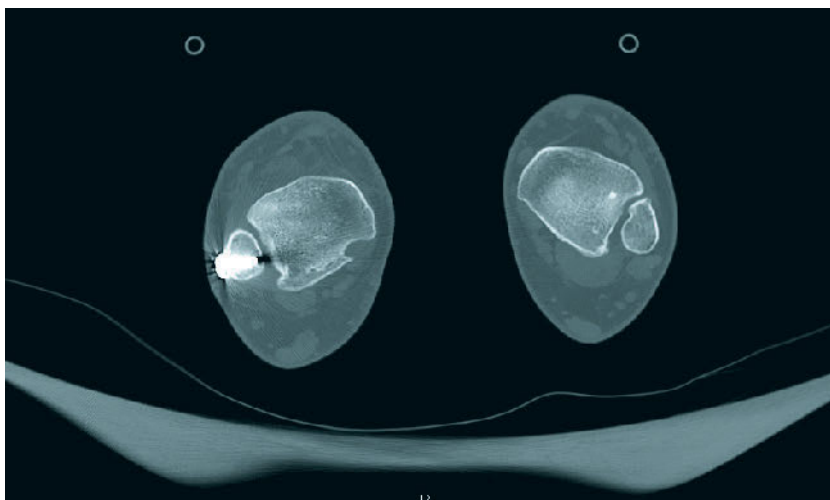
Postoperative CT-Kontrolle und Darstellung inter-individueller Unterschiede der Fibula-Position in der Inzisur. Hier steht die Fibula physiologischerweise auf der Gegenseite etwas ventralisiert.
